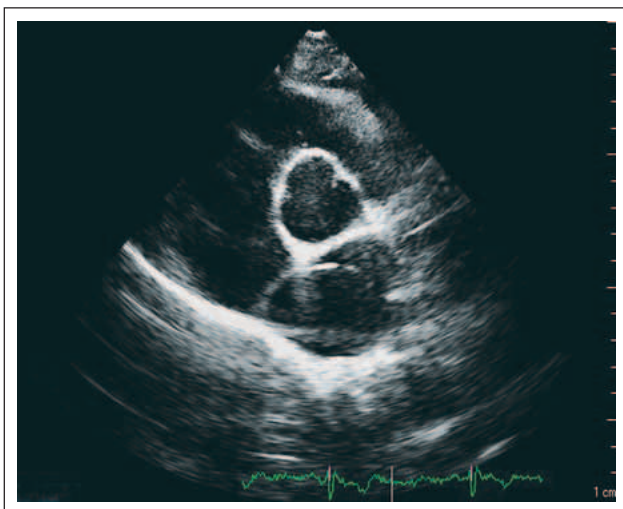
Parasternal kurze Achse auf Höhe der Herzbasis.
